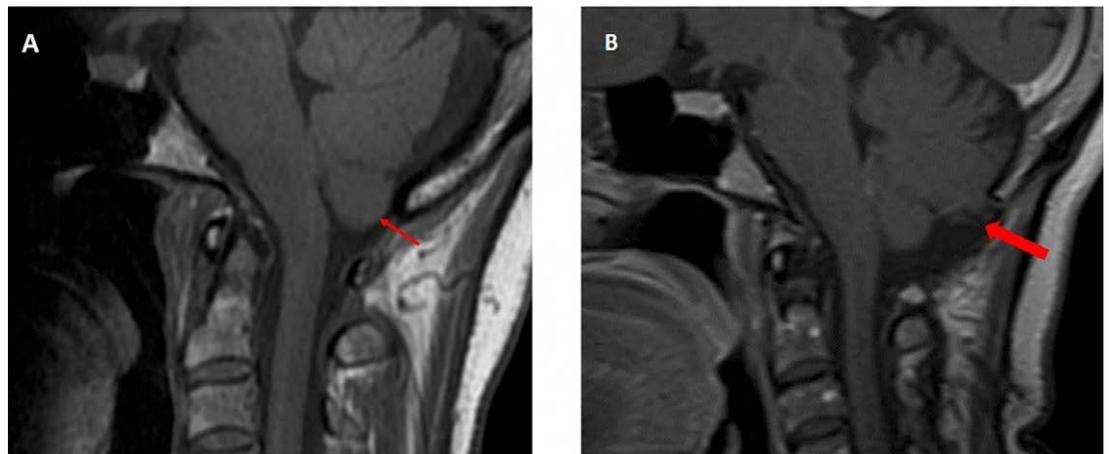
RMN de base de cráneo comparativa en fase simple prequirúrgica (A) en contraste con la fase posquirúrgica (B)
